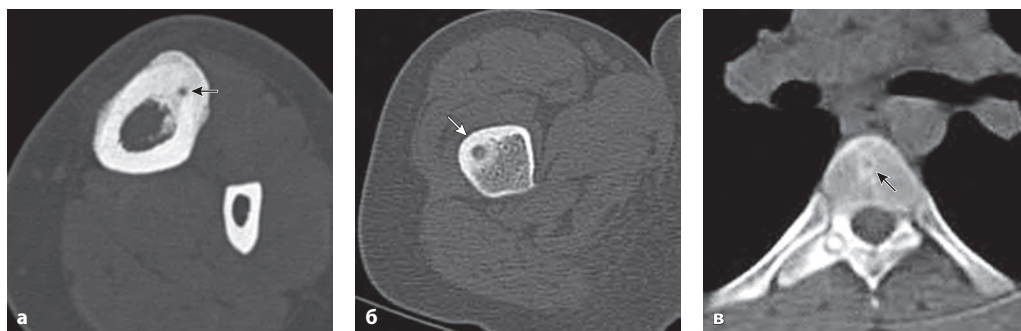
Представлены фрагменты КТ с различной локализацией остеоидной остеомы (стрелки): в корковом слое большеберцовой кости (а); в губчатом слое бедренной кости (б); в губчатом веществе дужки грудного позвонка (в). На всех изображениях виден литический очаг с центральной склеротической точкой, окруженный реактивным склерозом кости.
